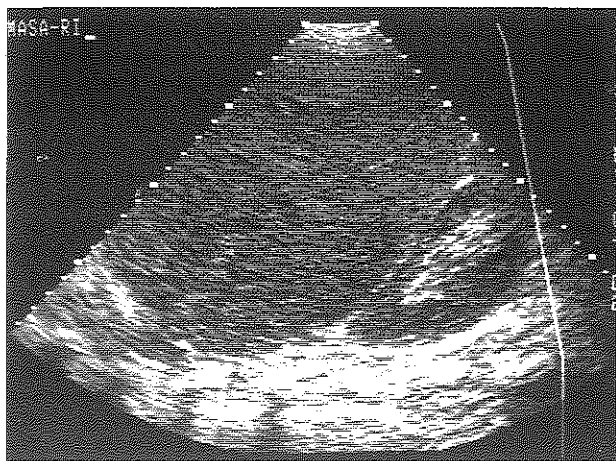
Ecografía abdominal. Nótese el desplazamiento del riñón izquierdo y áreas de calcificaciones.
